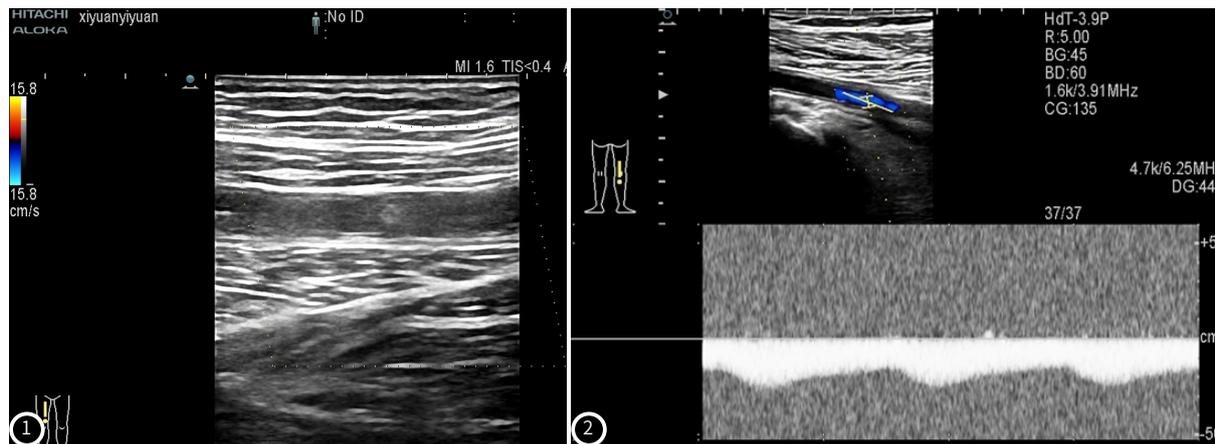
超声显示充满低回声闭塞的股浅动脉。图2 为同一患者远端动脉小慢波样频谱。
